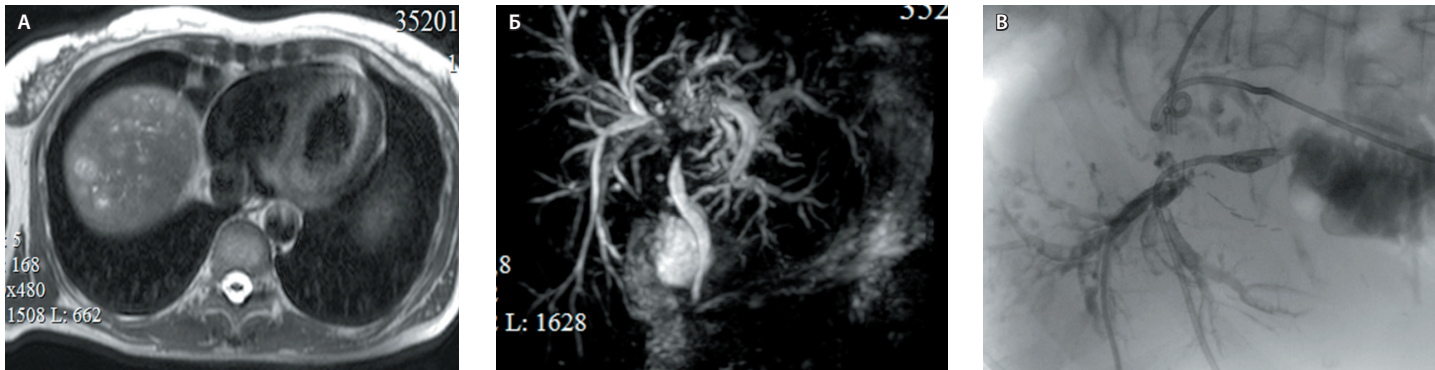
Через 1 год после оперативного лечения пациентки 4 при магнитно-резонансной томографии наблюдается картина множественных билиарных абсцессов правой доли печени (А), при магнитно-резонансной холангиографии – стриктура общего печеночного протока, тип IV по Bismuth (Б), при фистулографии (наружно-внутреннее дренирование правого заднего секторального протока и наружное дренирование правого переднего секторального и левого долевого протока) видно наличие множественных холангиогенных абсцессов (В)
